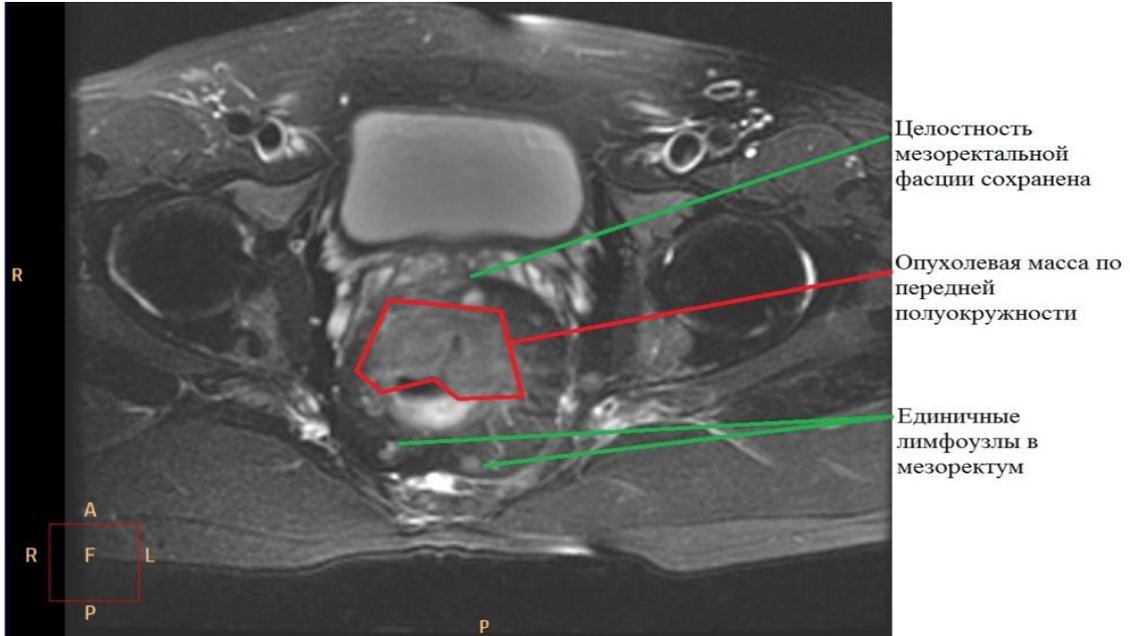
Магнитно-резонансная томограмма больного П., и. б. 17510/6.
